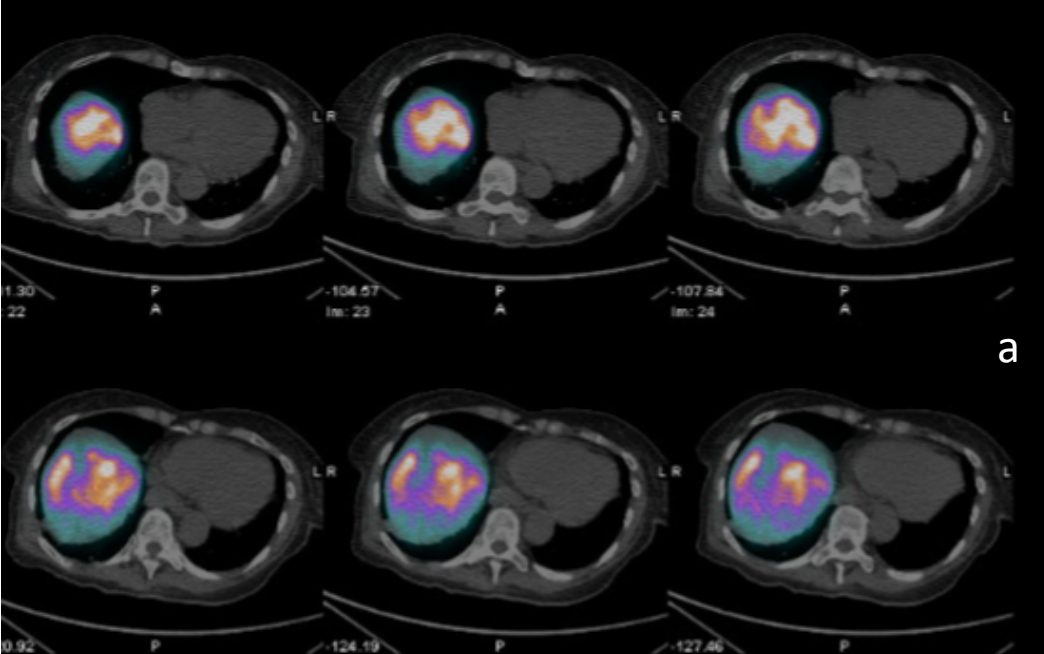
PET-CT scan obtained after infusion of Yttrium-90 resin microspheres; patient with iCCA
